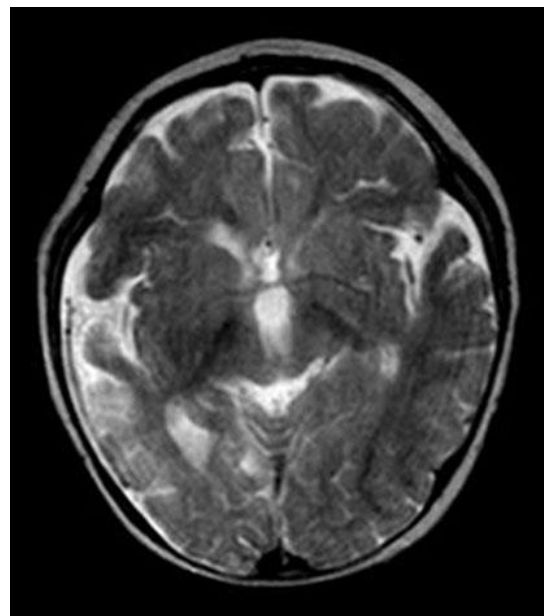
Клинический случай 3. МРТ головного мозга пациента в возрасте 1 года
